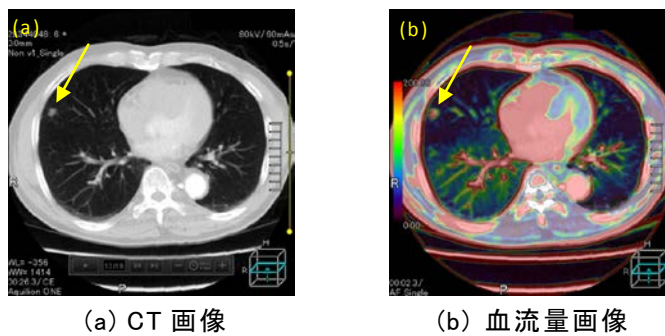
CT 像と肺結節 CTP 画像(臨床画像: 神戸大学殿ご提供)
